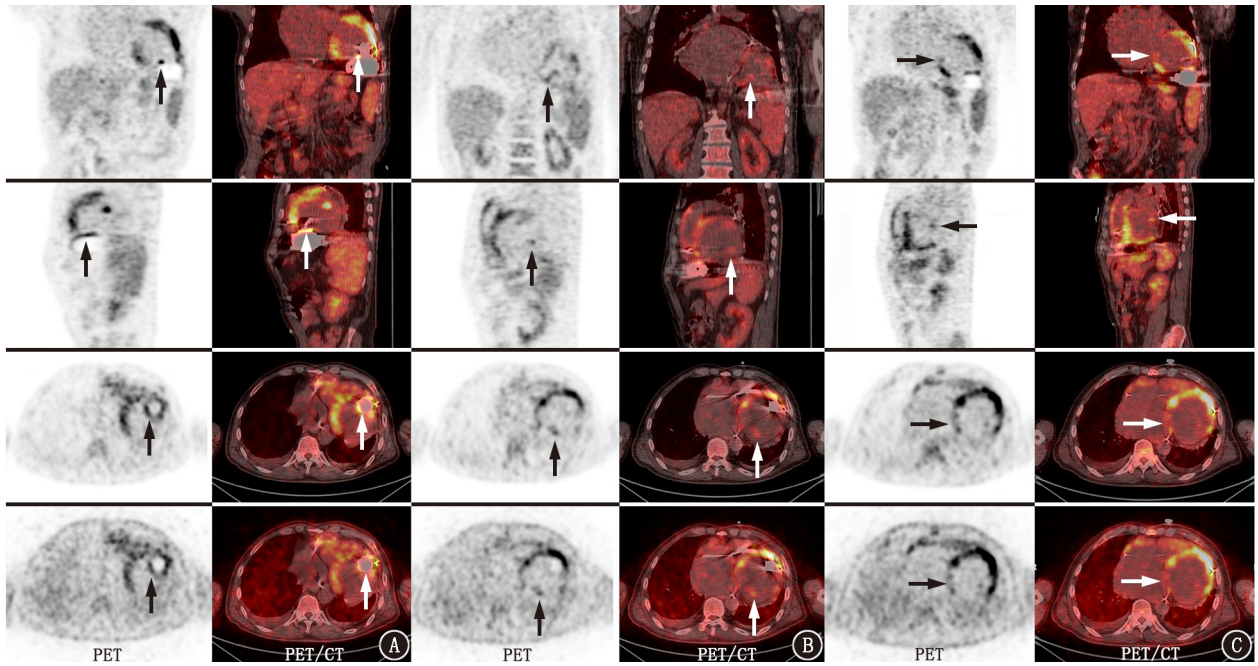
左心室辅助装置(LVAD)植入术后感染患者(男,58岁)¹⁸F-FDG PET/CT 显像图(箭头示病灶)。自上而下依次为冠状位、矢状位、横断位衰减校正图(截取部分胸腹部)及横断位非衰减校正图。A. LVAD 流入套管周围显像剂环状、不均匀异常浓聚,SUV_{max} = 8.28;B.后侧壁心内膜心腔面局部见小片状显像剂异常浓聚,SUV_{max} = 3.96;C.二尖瓣区域局部见显像剂异常浓聚,SUV_{max} = 3.76
